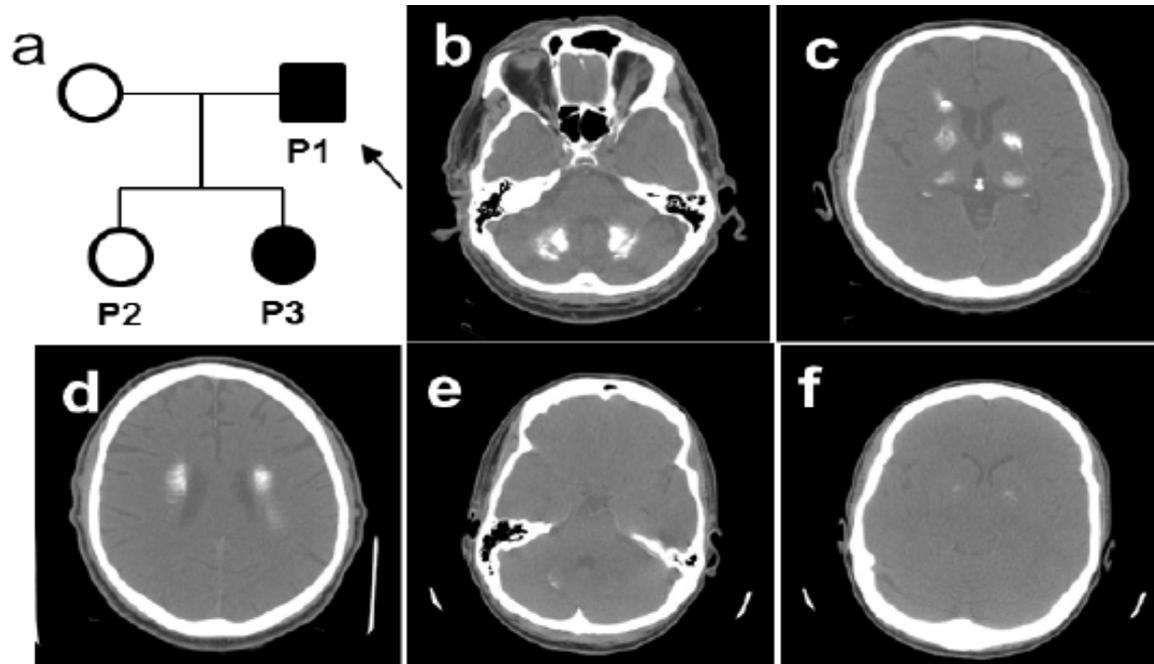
a) Albero genealogico di una famiglia PFBC. I simboli in nero indicano i soggetti con calcificazioni cerebrali, portatori di mutazione *XPR1*. I simboli in bianco indicano i soggetti sani. B,c,d) TC encefalo del paziente P1 rivela la presenza di calcificazioni cerebellari e dei gangli della base. E,f) TC encefalo della paziente P2 rivelano piccole calcificazioni dei gangli della base.
